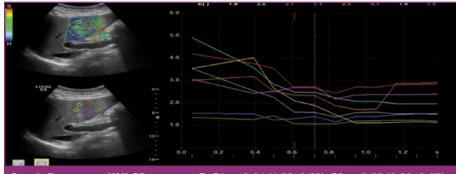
Параметры УЗИ-3Г пациента Д. F1 — 2,21 (1,92–2,70); F2 — 2,69 (2,29–2,97); F3 — 3,42 (3,07–3,65); F4 — 4,66 (4,40–4,93)
